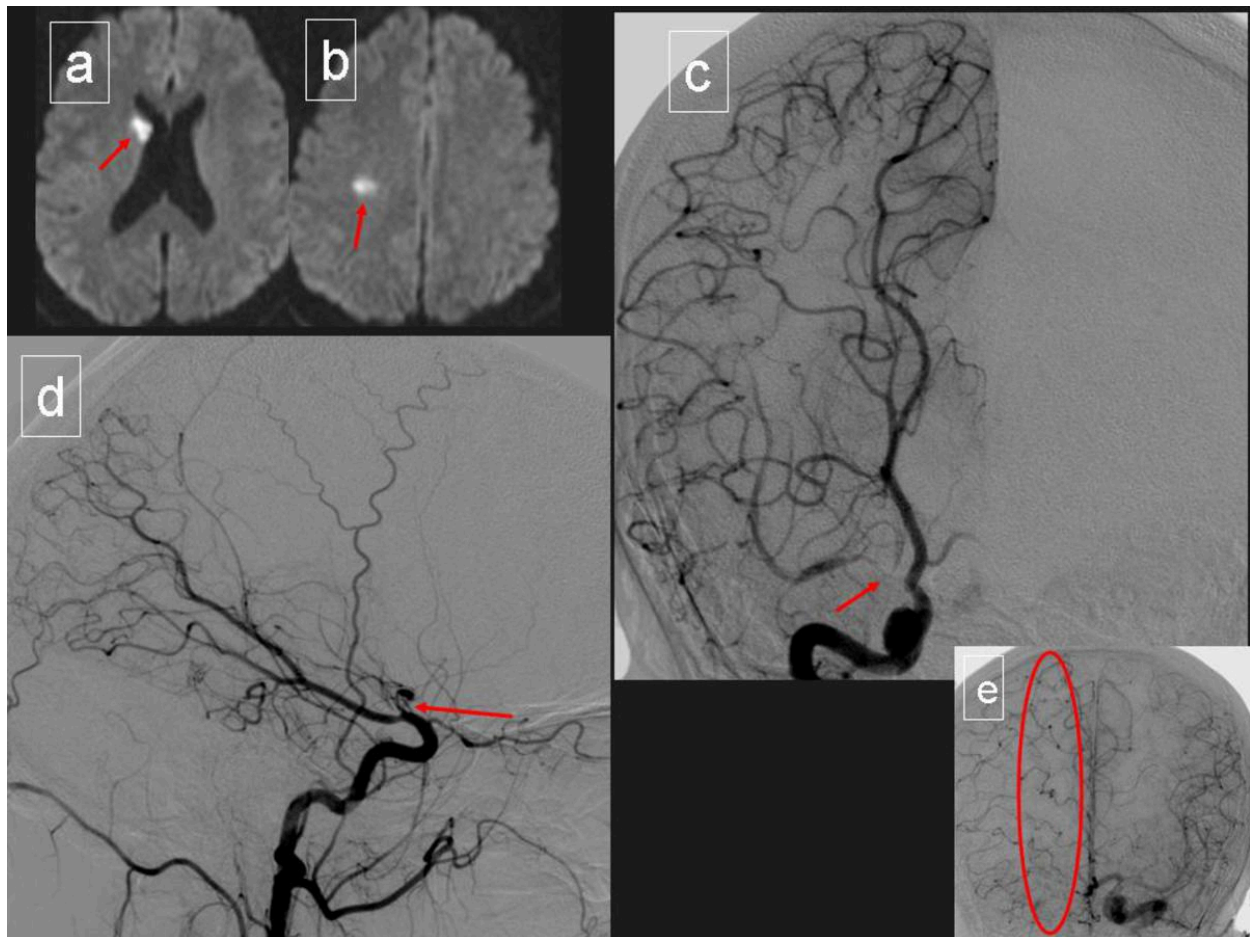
Vasculitis cerebral primaria. Mujer de 28 años con episodios clínicos de ictus isquémico en diferentes territorios arteriales. Se muestran 2 imágenes de RM (a, b) con secuencias de difusión (b1000), con afectación de la cabeza del núcleo caudado y a nivel subcortical frontal derecho. Se muestran también 2 imágenes de DSA (c, d) con inyección selectiva en carótida interna derecha en proyección postero-anterior y de perfil, observándose una estenosis severa del segmento supraclinoideo de arteria cerebral media, más allá de la comunicante posterior, y también con afectación del segmento M1 de arteria cerebral media derecha. Se muestra una imagen más (e), donde existe la repermeabilización por colaterales corticopiales de la circulación de la cerebral media derecha a partir de cerebral anterior izquierda.
